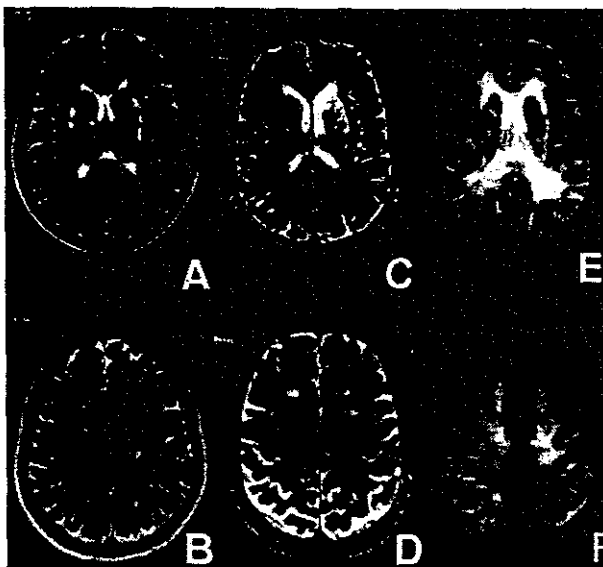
MRI T2-weighted images of cases 1-IV-11 (a-F)
